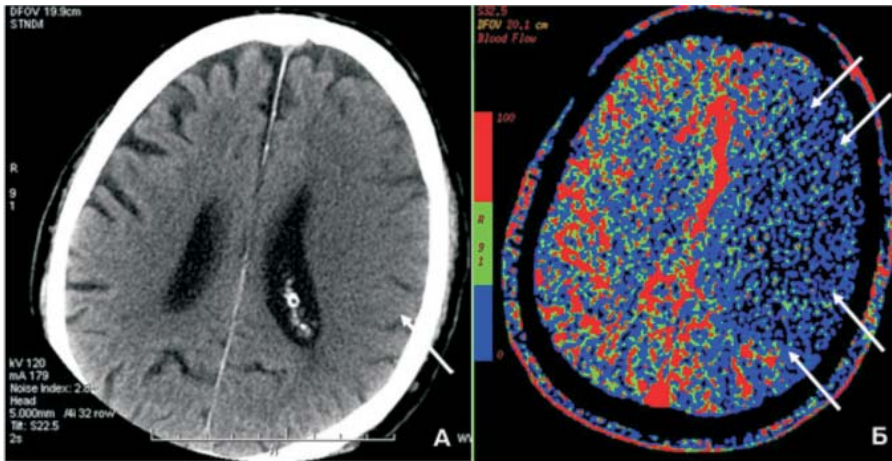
У пациента с острым нарушением мозгового кровообращения нативная МСКТ (рис. А) демонстрирует отсутствие дифференциации серого и белого мозгового вещества левого полушария головного мозга. При перфузионной МСКТ (рис. Б) выявляется снижение объемной скорости мозгового кровотока (CBF) в бассейне левой средней мозговой артерии, соответствующее ишемическому инсульту.
